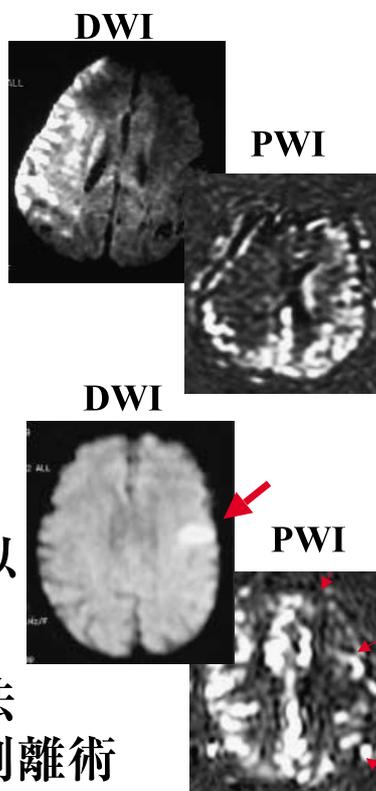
stroke MRI による治療方針の決定
